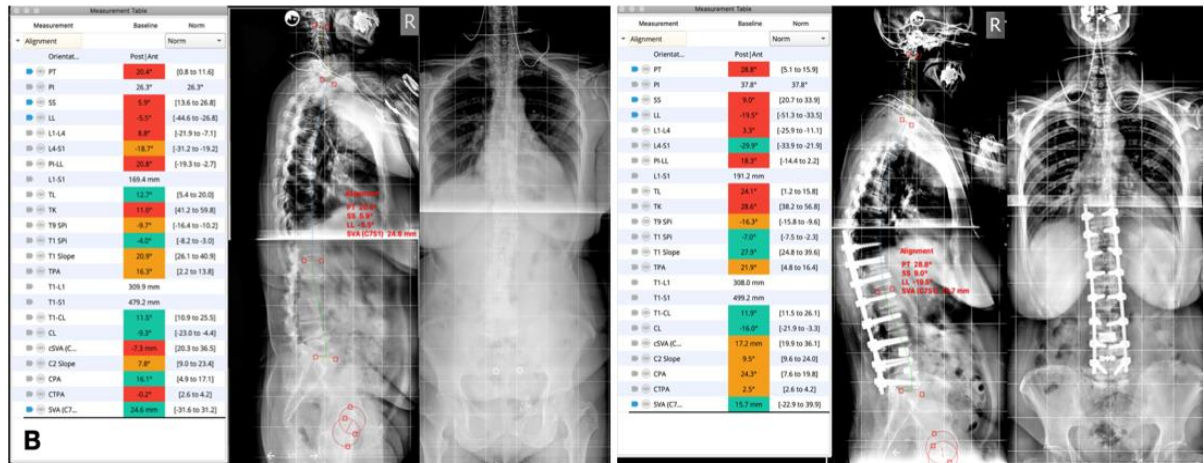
Женщина, 61 год, с дегенеративным сколиозом взрослых, SRS-Schwab +, L тип фронтальной дуги, PI-LL=21, SVA=25 мм, PT=20, поясничный стеноз L4-L5, L5-S1, болевой синдром в спине (NRS 8 баллов). Телерентгенография до и после операции с восстановленным сагиттальным балансом
